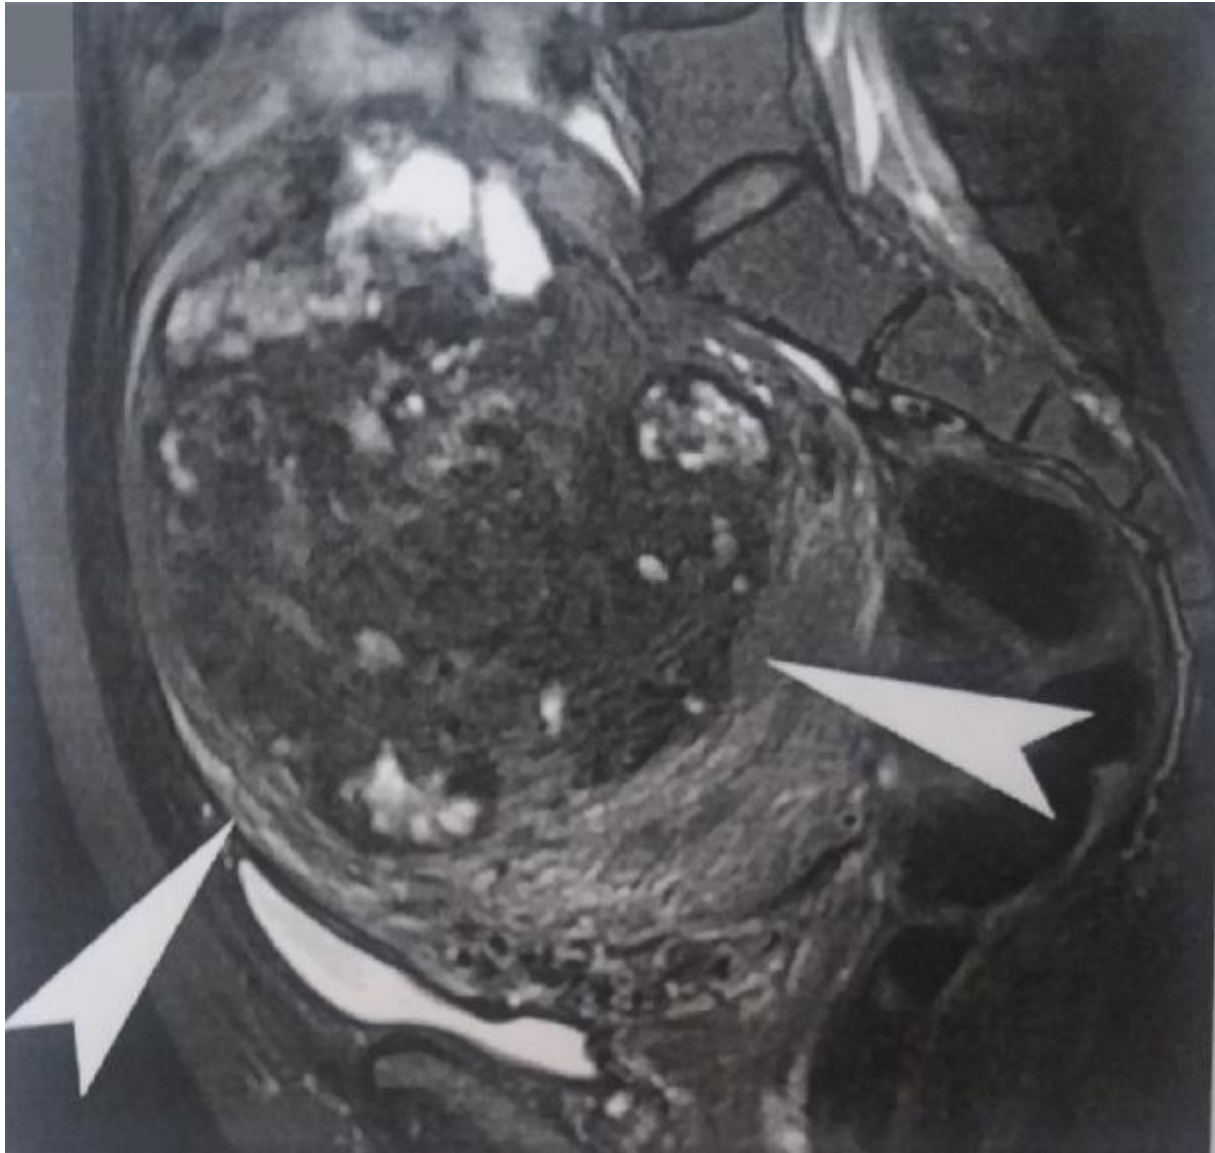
IRM pelvienne montrant un myome utérin géant sous-séreux comprimant la vessie le rectum et les anses grêliques
